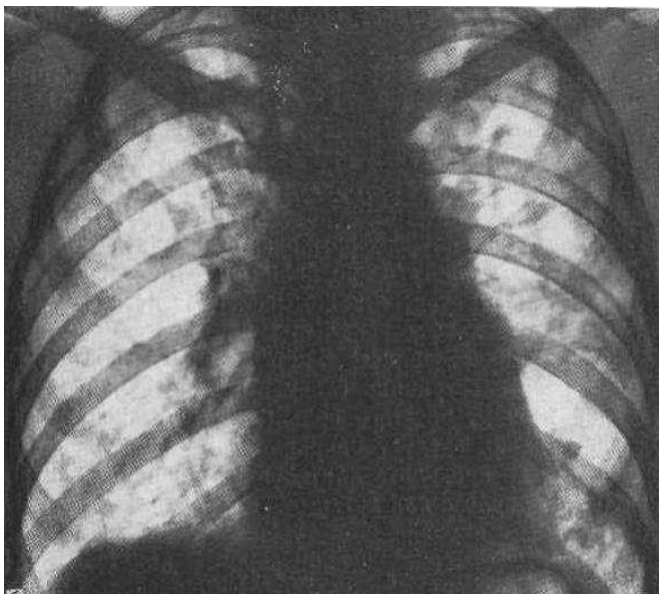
Оглядова рентгенограма. Дисемінований туберкульоз
